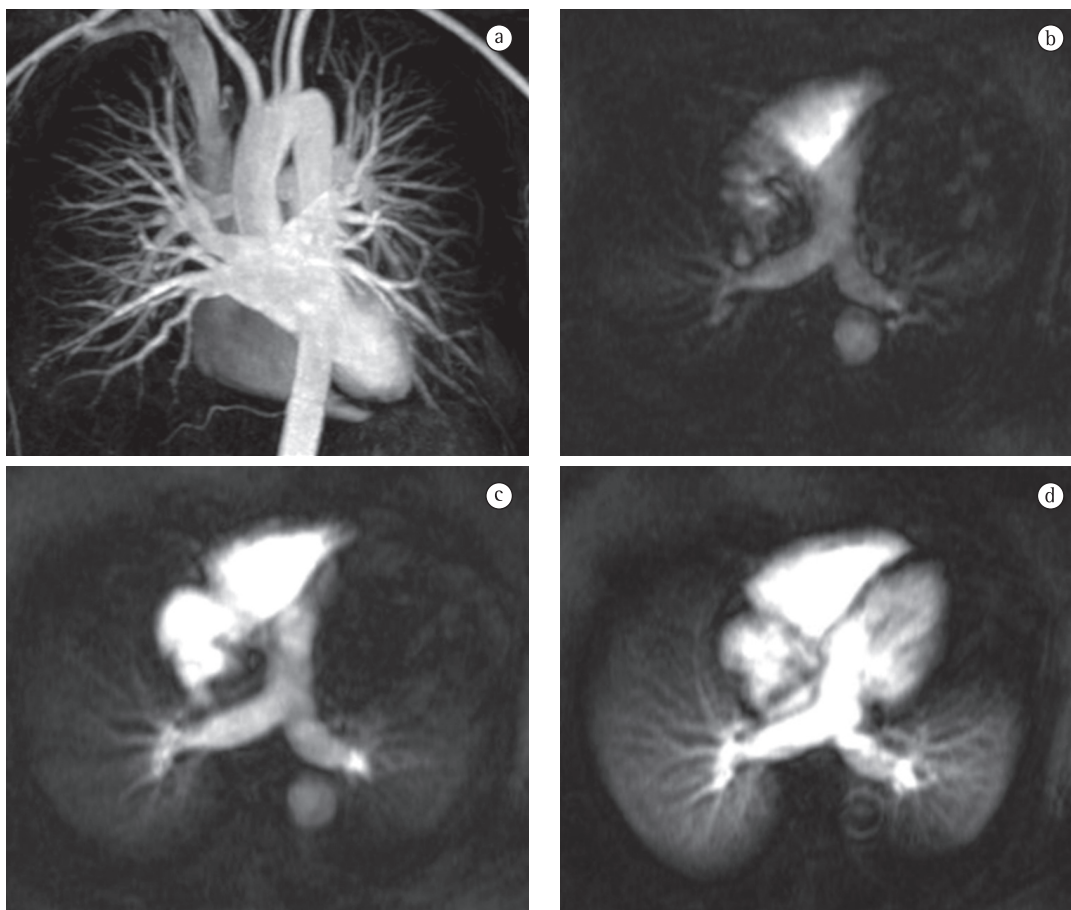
Imagens de angiorressonância magnética de tórax em um indivíduo saudável. A imagem de angiografia por reconstrução 3D (a) permite visualizar toda a vasculatura pulmonar, identificando até as artérias pulmonares subsegmentares. Imagens dinâmicas pós-contraste em plano axial oblíquo (b, c e d) permitem a avaliação da circulação pulmonar, incluindo a perfusão dos campos pulmonares, que, nesse exemplo, é homogênea e simétrica.
